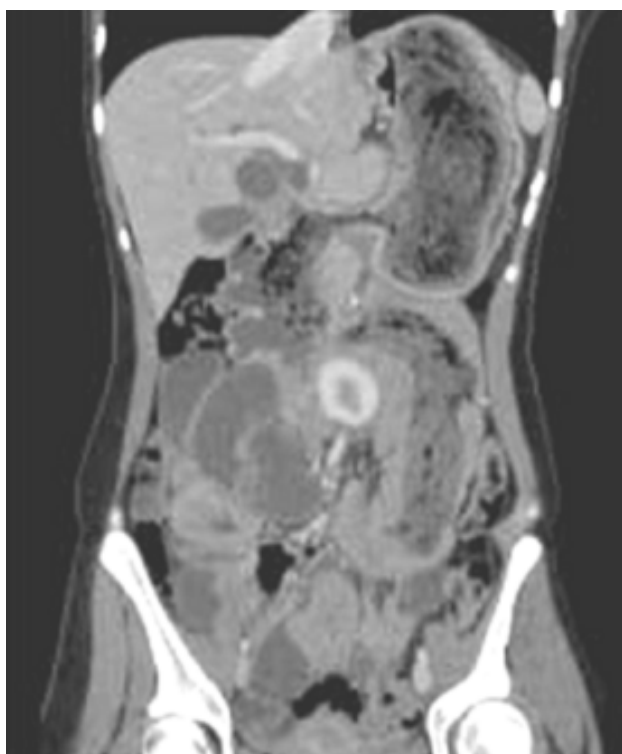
TDM: Aspect scannographique d'un trichobézoard gastrique avec extension duodéno-jéjunale, invagination intestinale et dilatation des voies biliaires(100)
